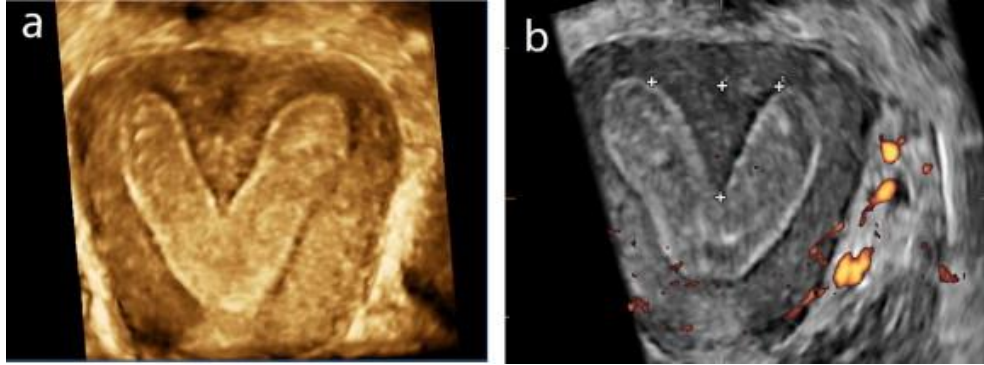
Uterin septumun USG ile görüntüsü (28)
